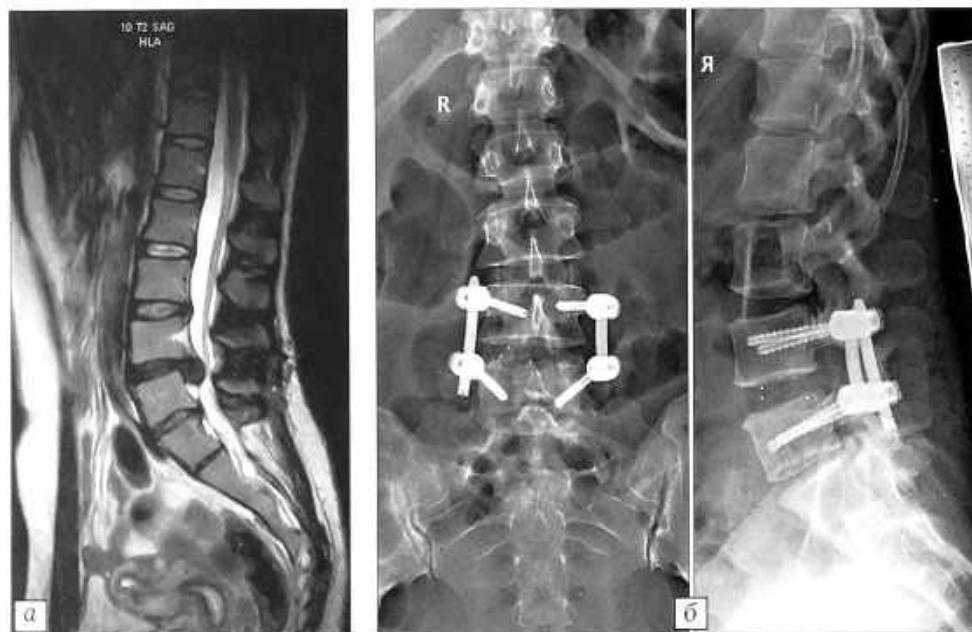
МР-томограмма поясничного отдела позвоночника больной О. 33 лет до операции (а) и контрольные спондилограммы через 3 мес после операции по поводу рецидива болевого синдрома после микродискэктомии L4-L5 слева. Из левостороннего доступа по Wiltse выполнены трансфораминальная микрохирургическая декомпрессия корешков спинного мозга, радикулолиз, TLIF L4-L5, дополненная транскutanной транспедикулярной фиксацией L4-L5 справа (б).
